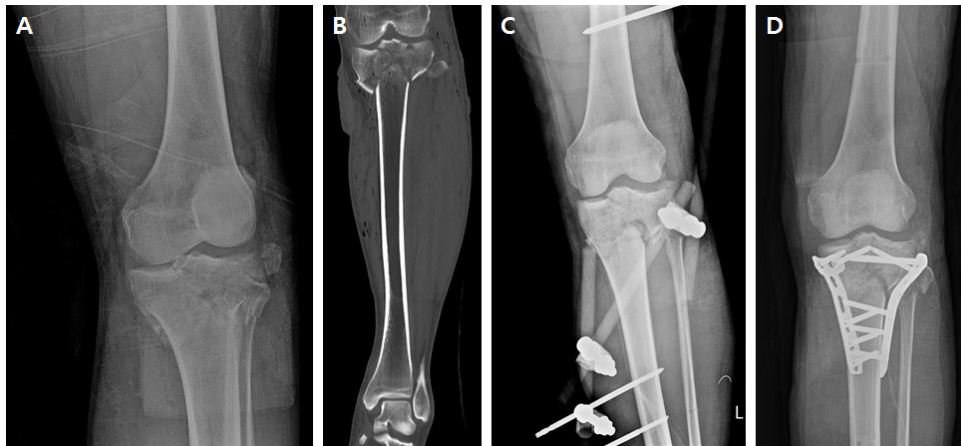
(A) Radiography of the left knee on 2020.07.04. (B) CT scan of the left knee on 2020.07.04. (C) radiography of the left knee on 2020.07.05. (D) radiography of the left knee on 2020.07.28.
